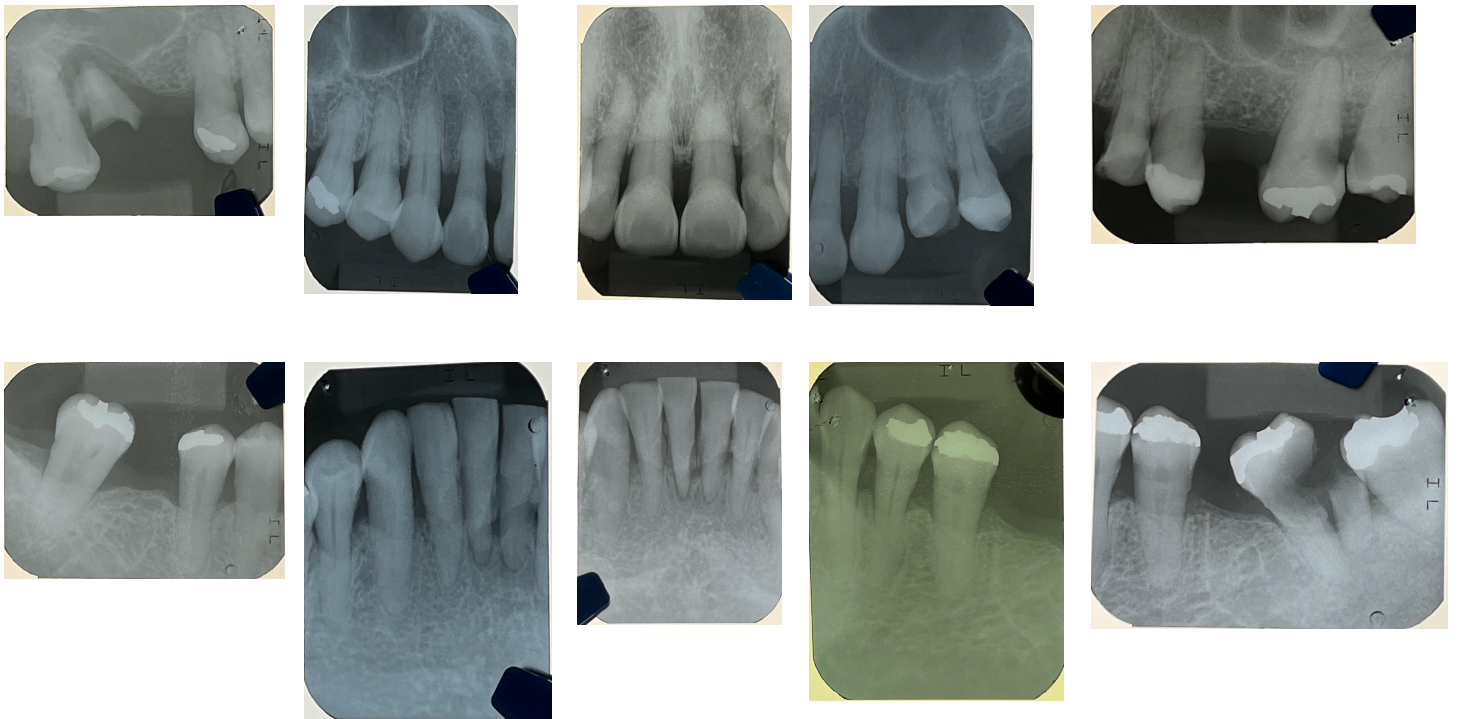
Radiografías seriadas del estado inicial.
